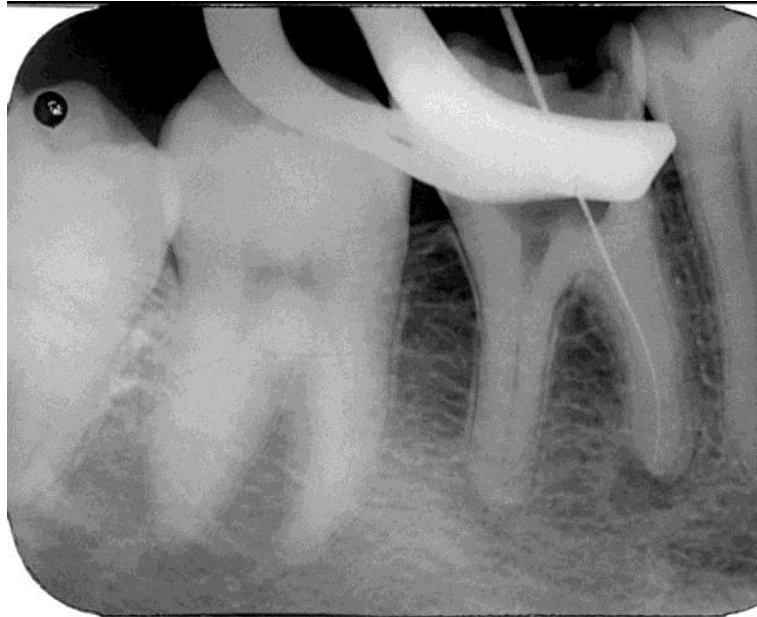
Radiografia de odontometria do canal méso-lingual
